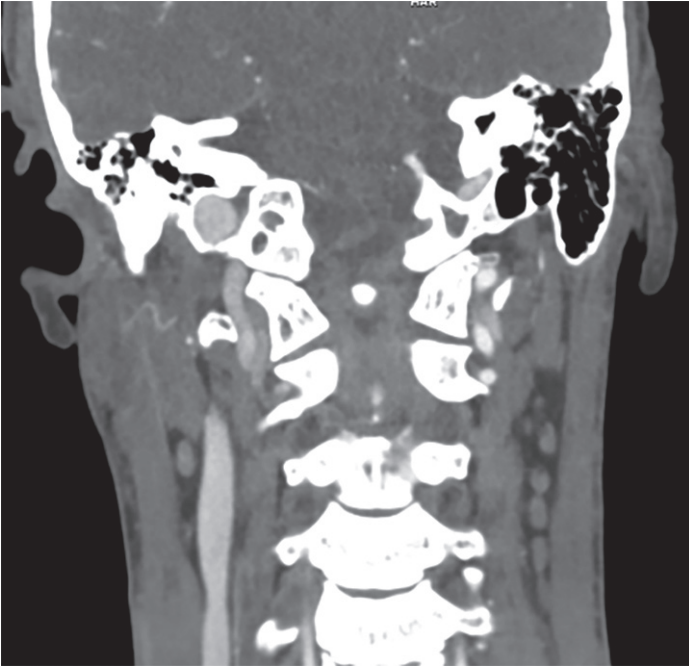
Defecto de llenado en la angiografía por tomografía computada en el segmento V3-V4 de la arteria vertebral derecha.
